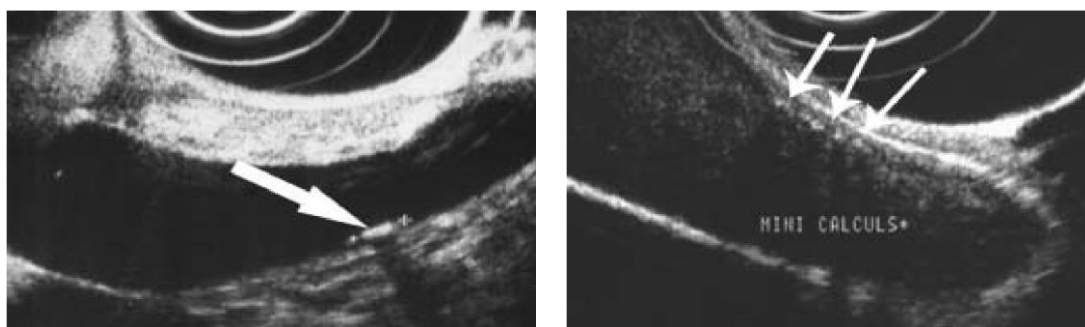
Diagnostic échographique des calculs vésiculaires a-b L'écho-endoscopie permet par voie trans-duodénale de mettre en évidence les petits calculs biliaires vésiculaires de l'ordre du millimètre
